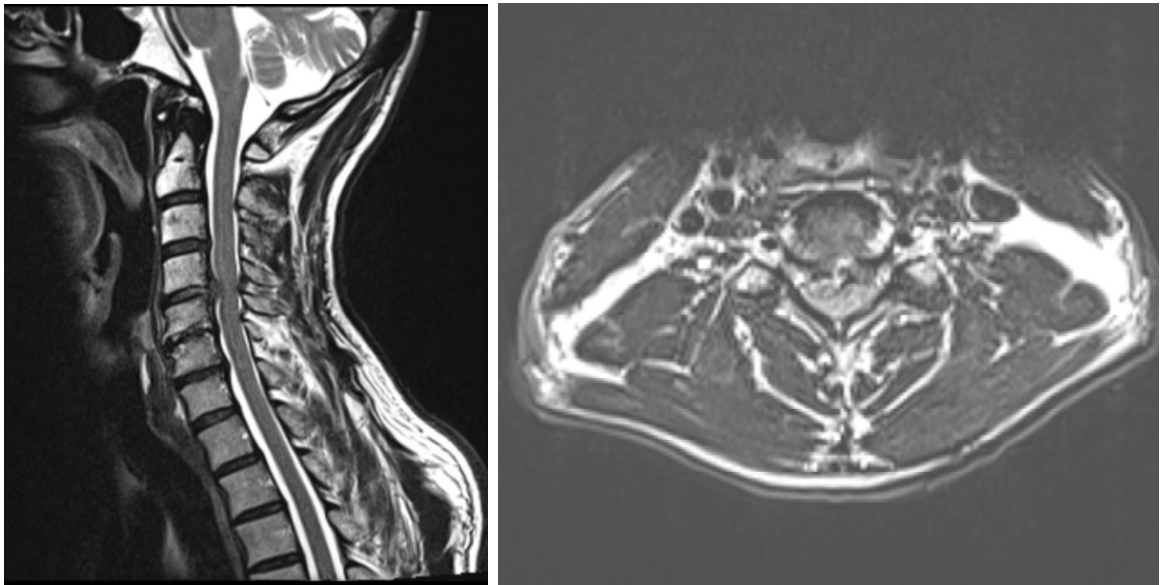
МРТ-сканы шейного отдела позвоночника пациента с грыжей диска на уровне С4–С5 до операции
